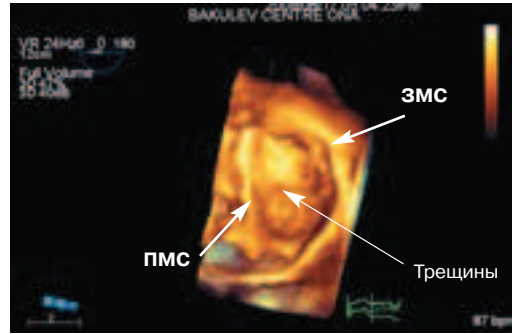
Трехмерное изображение митрального клапана, полученное методом чреспищеводной трехмерной эхокардиографии в режиме реального времени. Створки митрального клапана утолщены, чрезмерно выбухают в полость левого предсердия; пролапс створок полисегментарного характера; трещины в основании створок – характерные признаки болезни Барлоу
